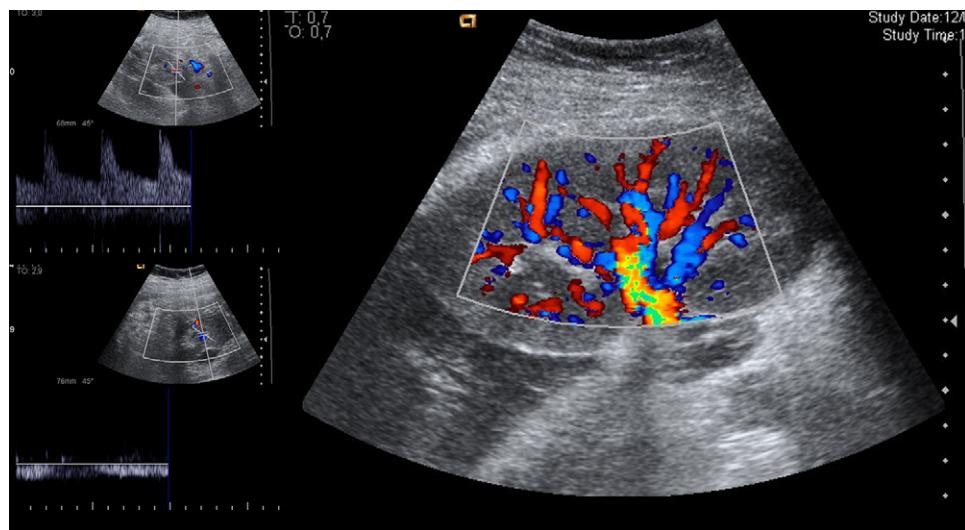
Eco doppler color y pulsado para control de los flujos del páncreas arterial (izquierda arriba) y venoso (izquierda abajo) y del riñón (derecha).
